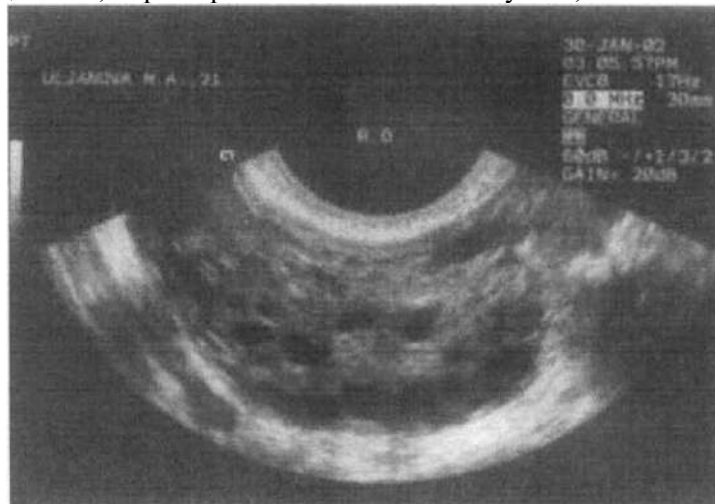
УЗИ- признаки поликистозных яичников
